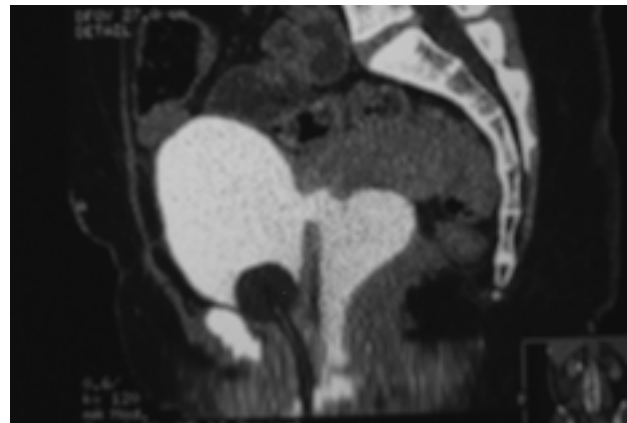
Комп'ютерна томограма таза у бічній проекції з контрастуванням сечового міхура через катетер Фолея пацієнтки з міхурово-піхвовою норичею
